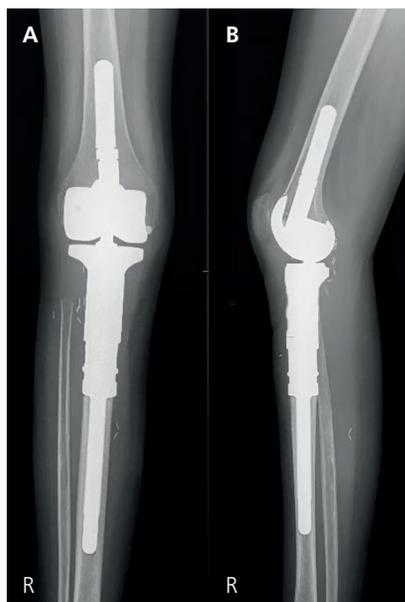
/B: Röntgenbilder d. rechten Kniegelenks in zwei Ebenen. Nach Tumorresektion der proximalen Tibia wurde eine modulare Tumorendoprothese implantiert.
